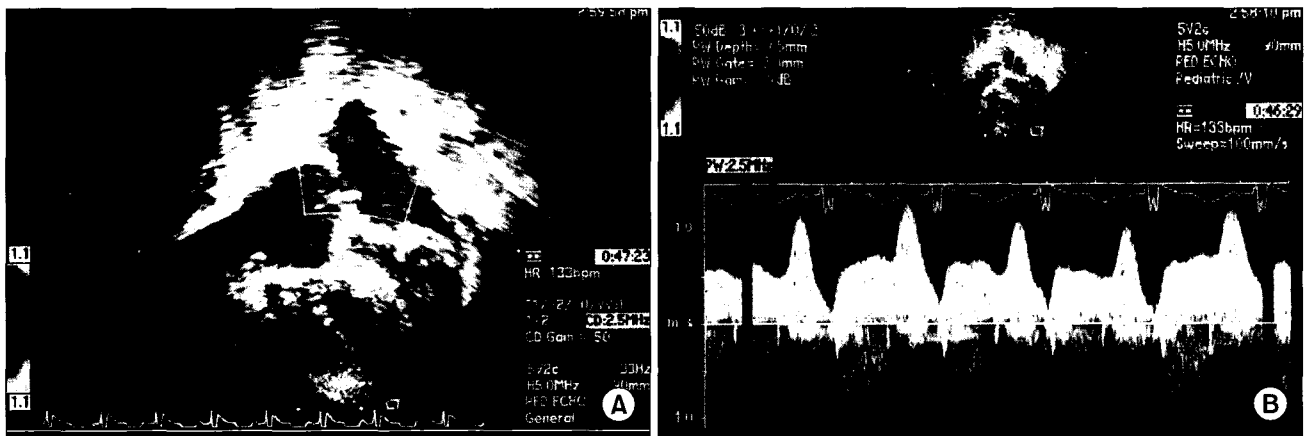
Postoperative 2D-Echocardiogram. A: The color Doppler shows increased right pulmonary venous flow velocity. B: The pulsed wave Doppler shows good phasic flow.
